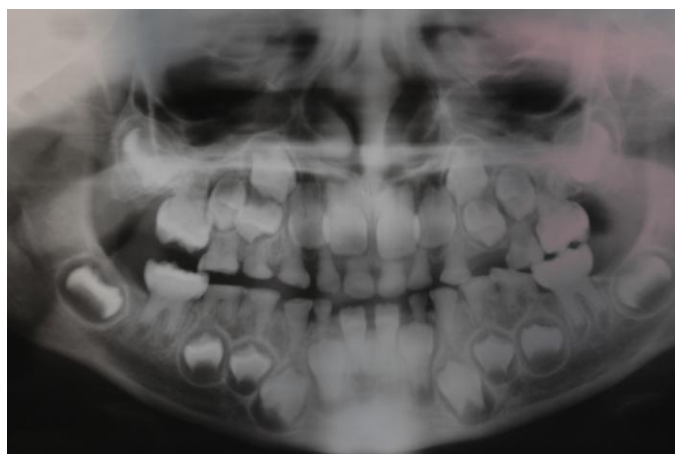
Dentinogênese Imperfeita radiografia panorâmica
